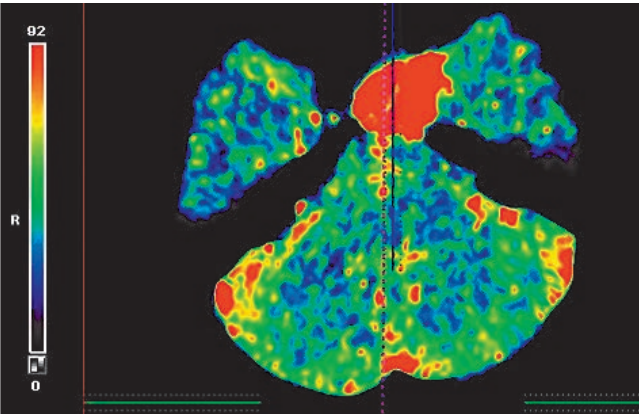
Метастаз в головной мозг опухоли молочной железы. КТ-перфузия, режим CBF — отмечается повышение скорости мозгового кровотока.
